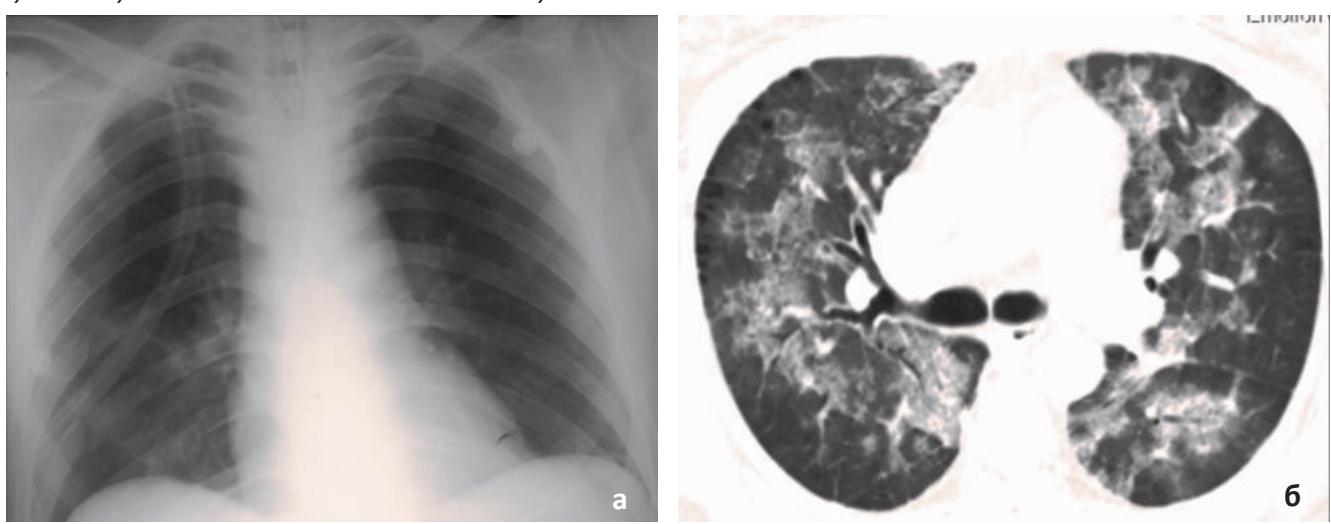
2-е сутки ОРДС у больного 2-й группы. а) рентгенограмма грудной клетки: СПО (дренирование правой плевральной полости), с двух сторон в средненижнем лёгочном поле усиление лёгочного рисунка за счёт перибронхиальной и перивазальной инфильтрации; б) КТ грудной клетки: уплотнение лёгочной ткани по типу матового стекла с участками альвеолярной консолидации .
